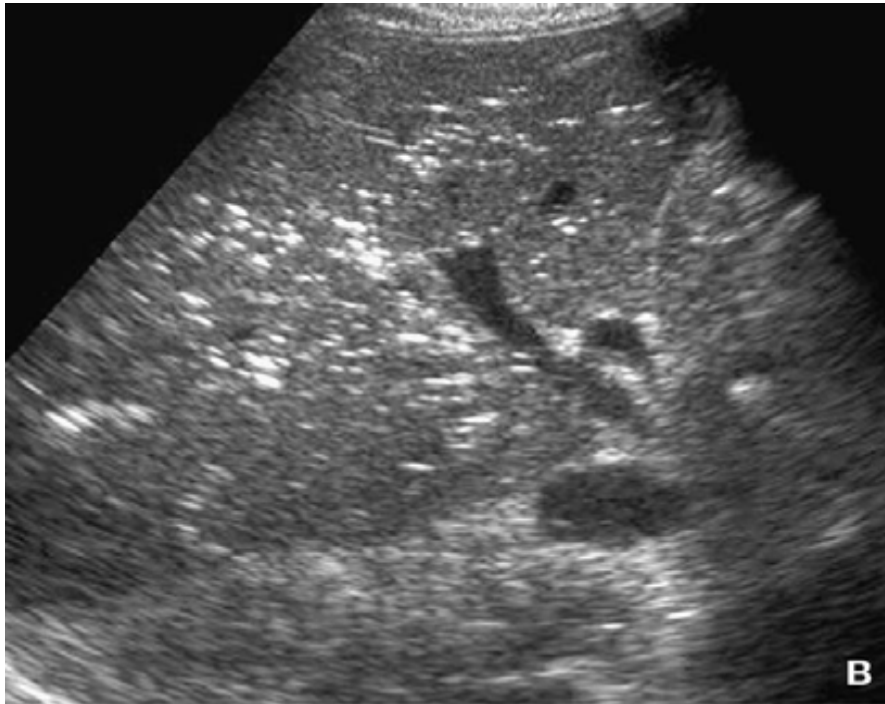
Échographie en cas d'ischémie grêle se traduisant par un épaissement de la paroi, une perte de la différenciation du grêle épaisi et une absence de flux en mode doppler couleur (nécrose étendue) [143]
